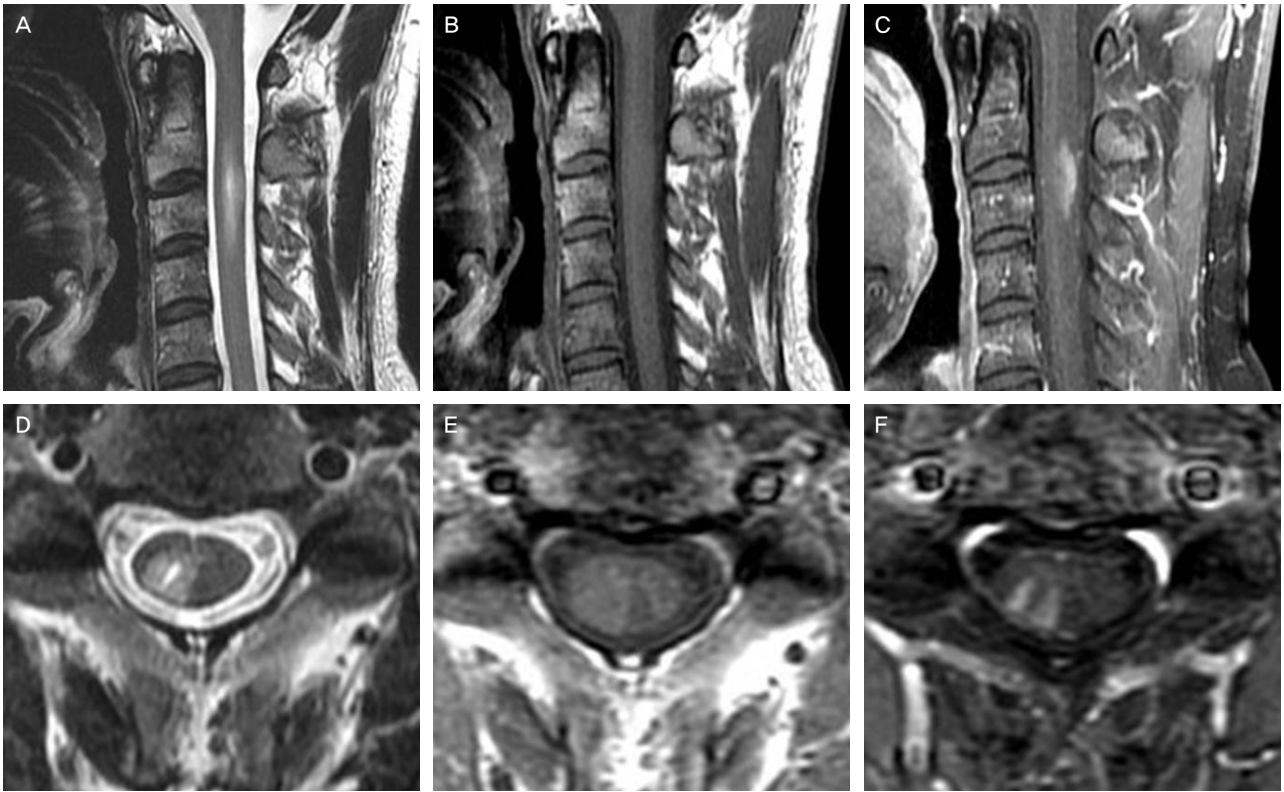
Spinal cord MRI of the patient, (A) T2-weighted images (WI) sagittal, (B) T1WI sagittal, (C) Gadolinium (Gd)-enhanced T1WI sagittal, (D) T2WI axial, (E) T1WI axial, and (F) Gd-enhanced T1WI axial. In the sagittal plane, there is the cord lesion through C2-4 segments with partial contrast enhancement. Axial image at the level of C3 segment shows a pathological enhancement of right dorsal horn which was came in through the dorsal root. The arrows indicate the enhancement of C3 dorsal root.
